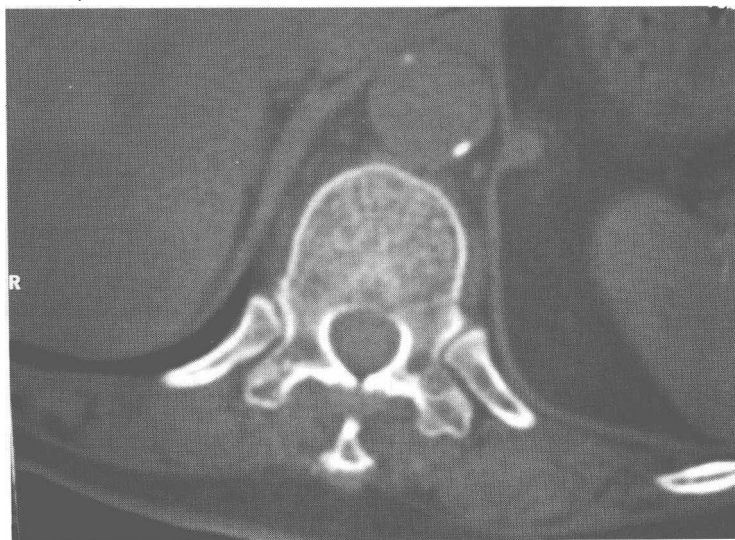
CT 骨窗片示 T₁₀ 椎体横向细微骨折线
